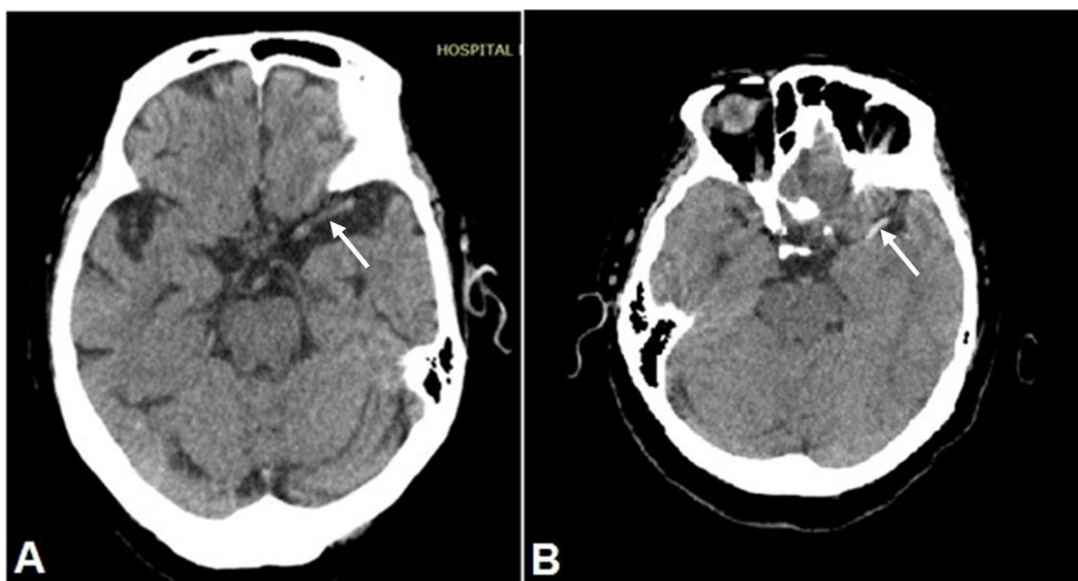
TC craneal sin contraste de dos pacientes en las primeras 6 horas del episodio ictal. En ambos pacientes se observa imagen hiperdensa correspondiente a la presencia de un trombo en la arteria cerebral media izquierda (flechas).
